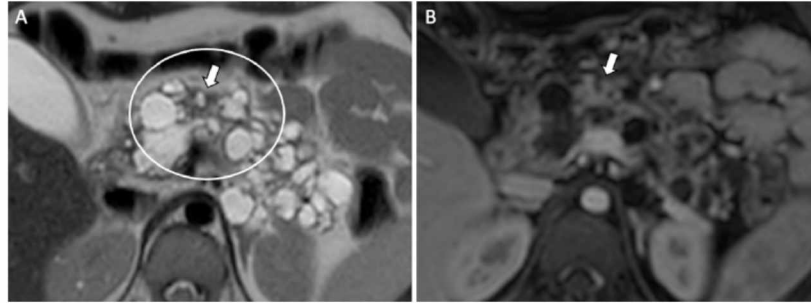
RM da mesma paciente da figura 6 em cortes axiais T2 (A) e T1 com supressão do sinal da gordura em fase portal (B) em nível superior ao da figura anterior demonstrando cistoadenoma seroso com cicatriz central no colo do pâncreas.
